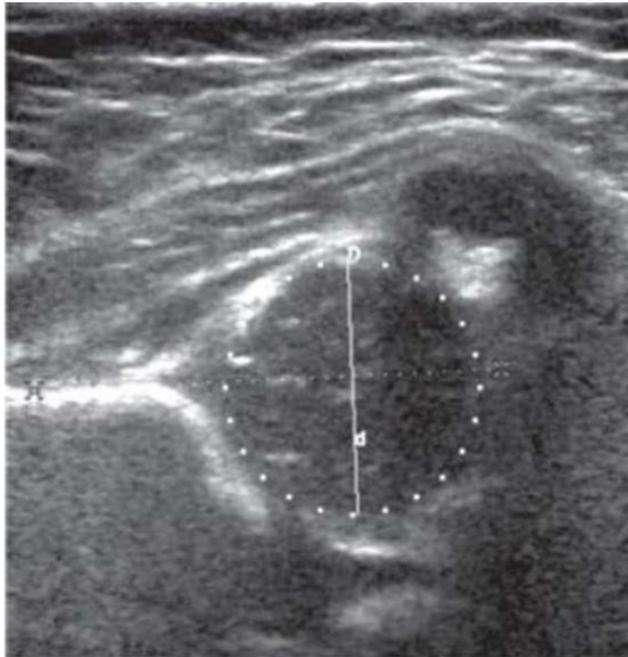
Ultrasonido de un paciente con displasia acetabular; el cual en la fase neutra muestra que la cabeza del fémur está cubierta por el acetábulo en 53.90%.
